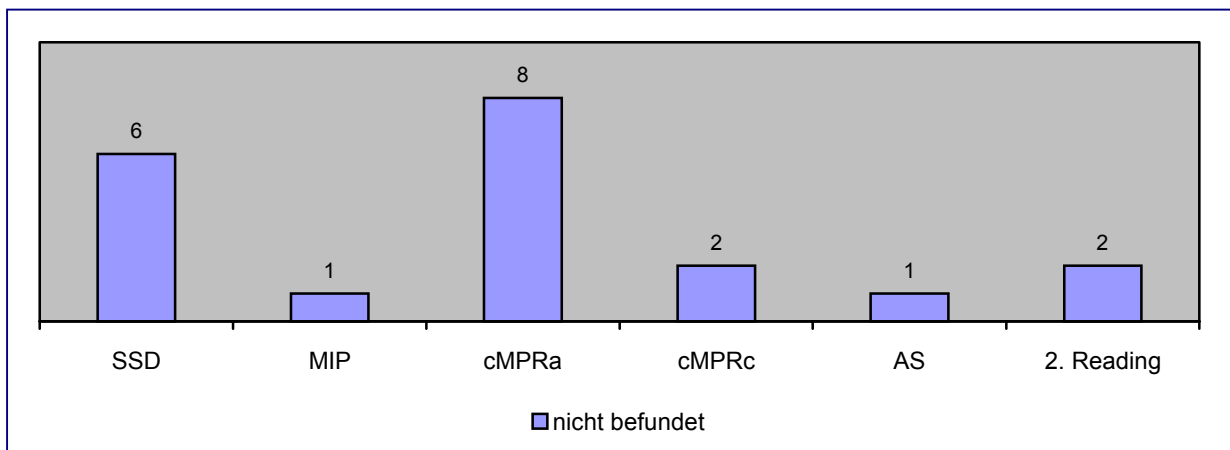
Anzahl der mittels CTA nicht befundeten Nierenarterien
